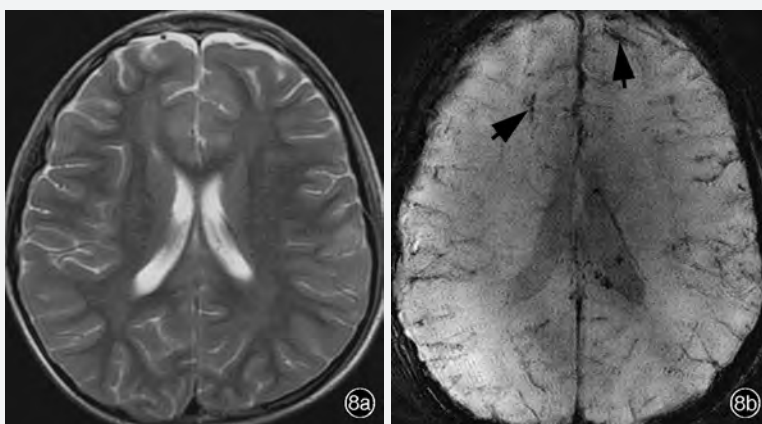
临床诊断:脑震荡后 12 d。头部 MRI 检查所见 8a T₂WI扫描显示左侧额叶条状高信号影 8b SWI扫描显示双侧额叶多发点片状低信号出血灶(箭头所示)
